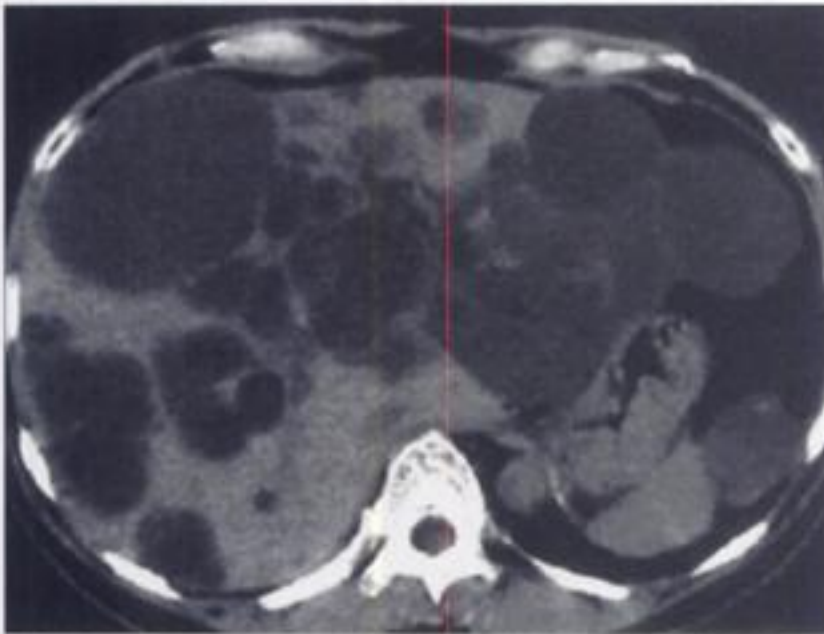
TDM : abcès du foie
